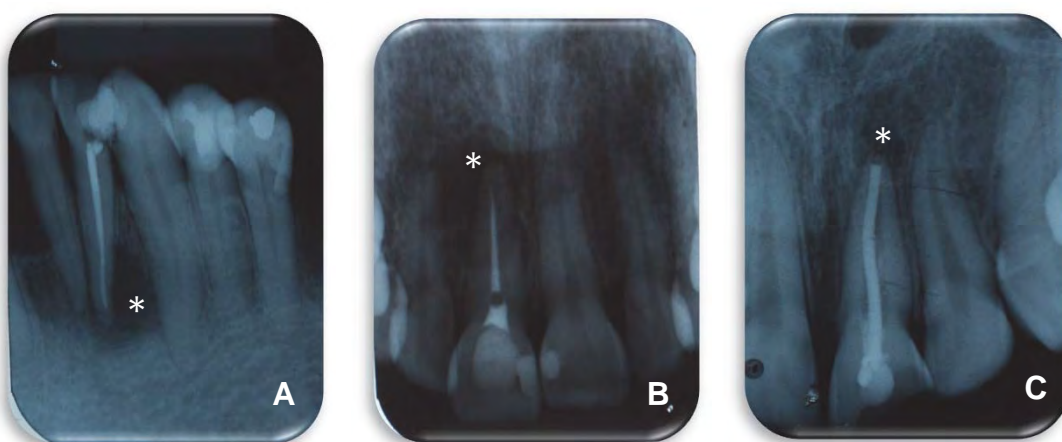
a) Radiografia periapical de incisivo lateral inferior com presença de lesão periapical persistente; b) Radiografia periapical de incisivo central superior com presença de lesão periapical persistente; c) Radiografia periapical de incisivo central superior com presença de lesão periapical persistente.
